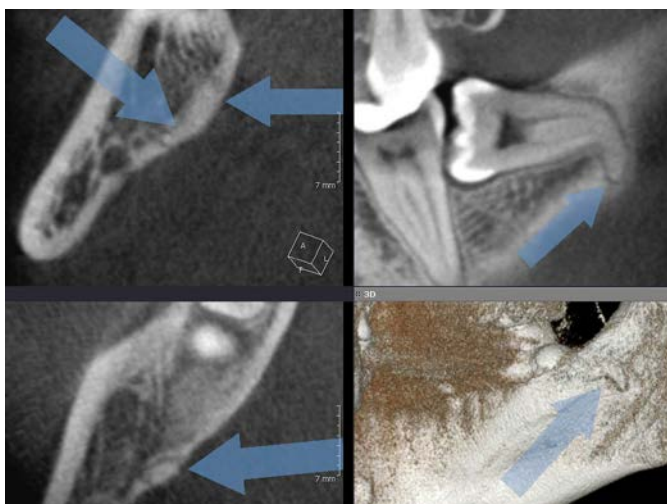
КТ-визуализация зуба 48 (оральный ракурс): дилацерация при чрезмерной длине корня
